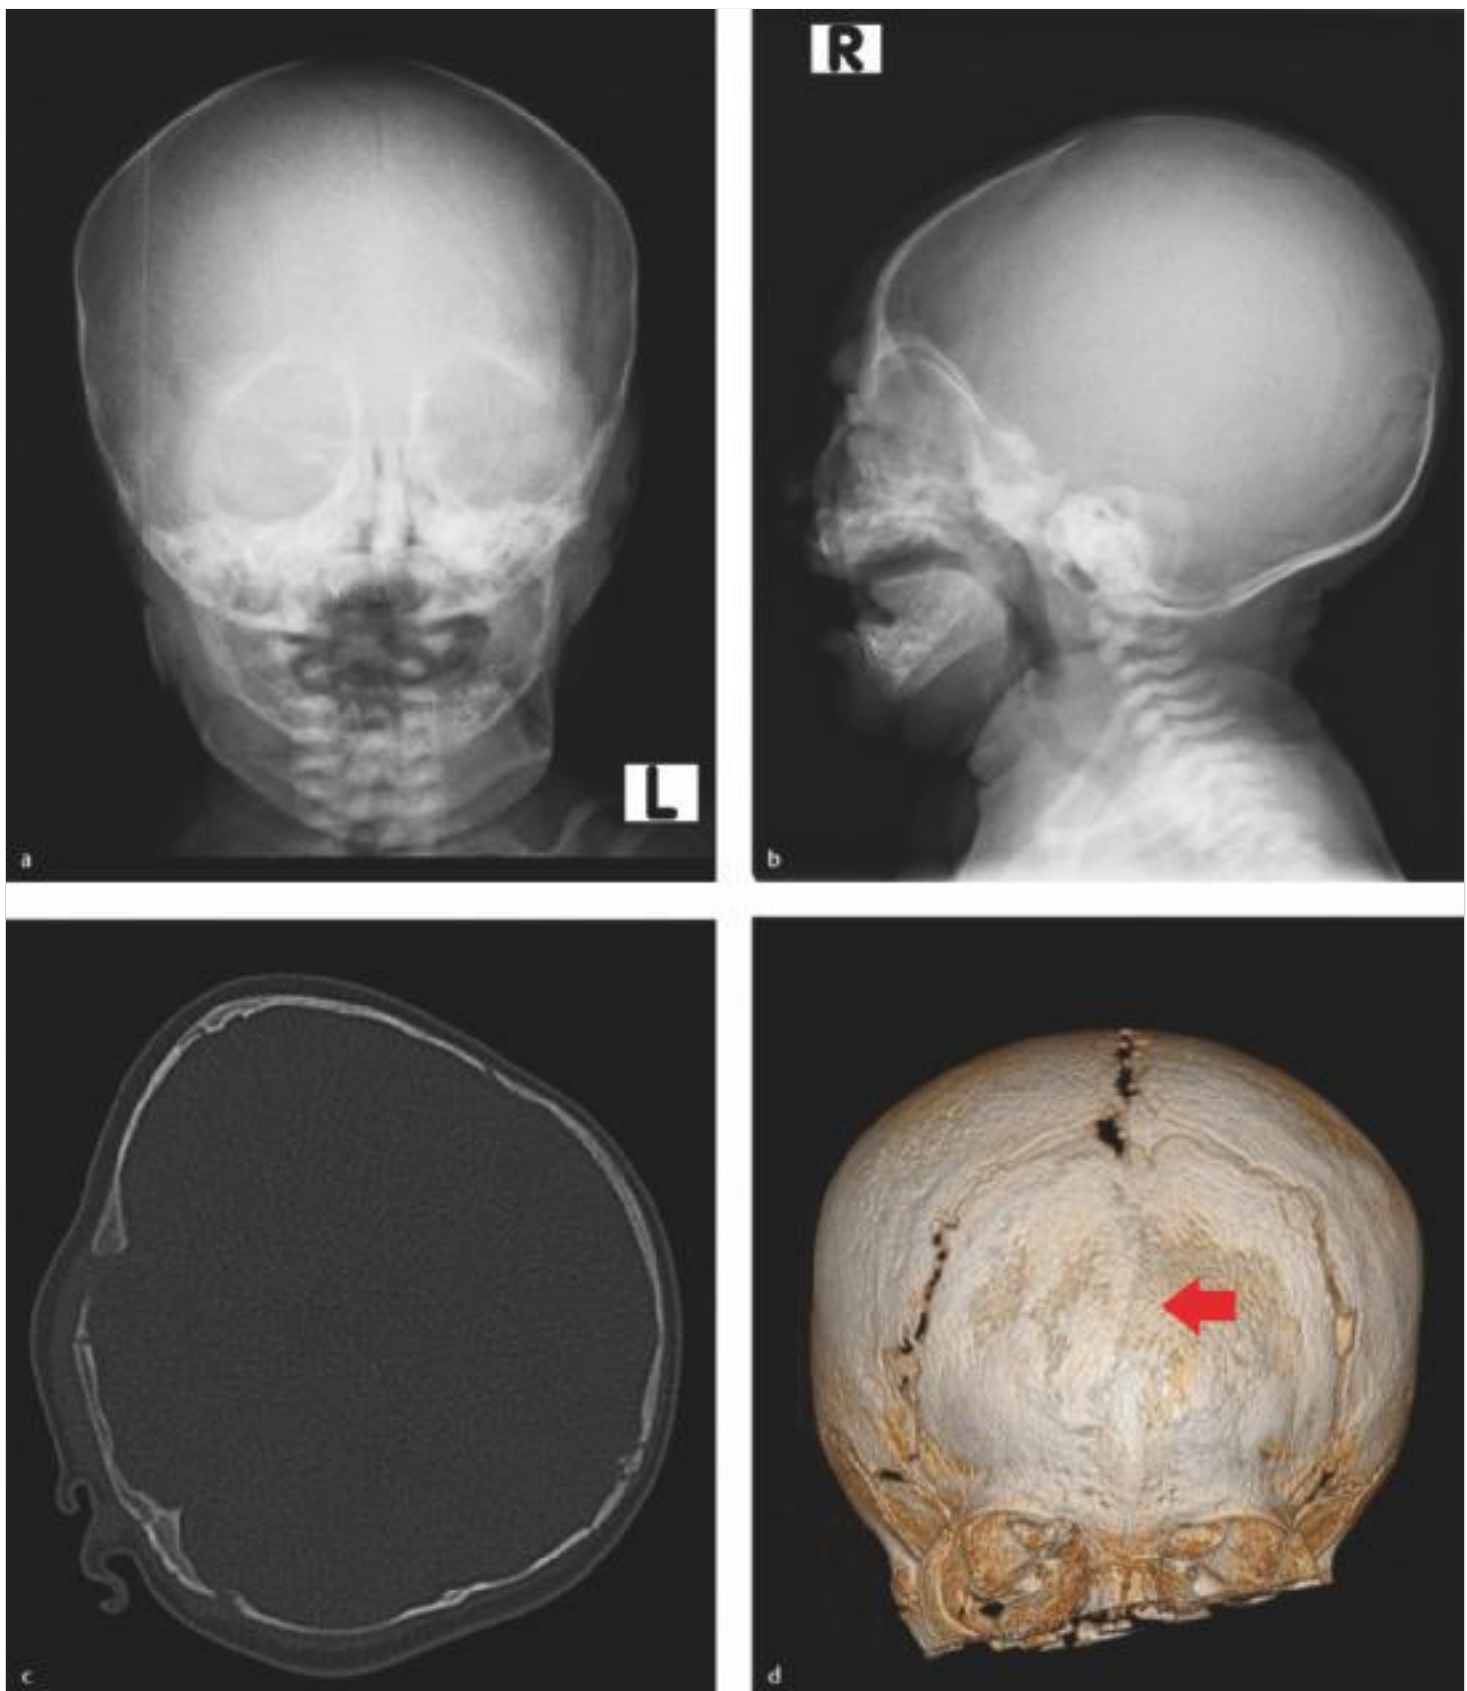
Kraniosynostose (Dolichocephalus). Die CT-Aufnahmen dieses Kindes zeigen eine vorzeitige Ossifikation der Sagittalnaht (b, Pfeil). Sutura coronalis, Sutura lambdoidea und Sutura squamosa sind offen.
